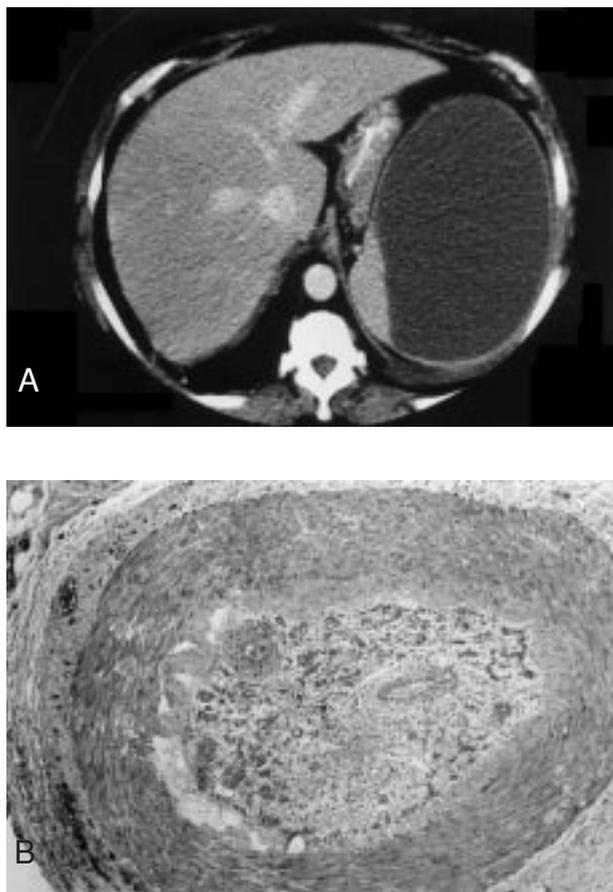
A) TC abdominal donde se observa un absceso esplénico gigante y único. B) Imagen microscópica, donde se observa un gran trombo que ocupa toda la luz de la arteria esplénica (HE, x10).
